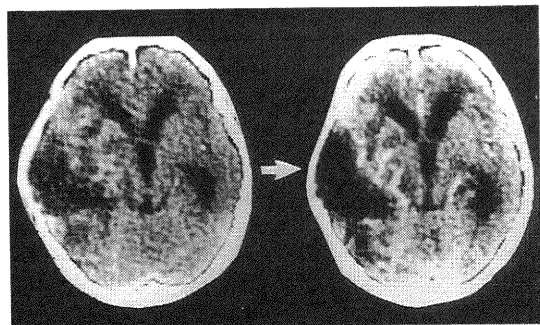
CE-CT scans of a left temporal subcortical anaplastic glioma. Left: At the end of initial therapy. Right: At the recurrence: The CE lesion extends to the external and internal capsules.
